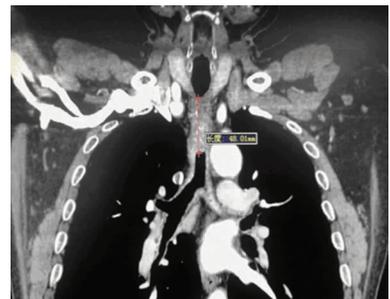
增强 CT 冠状位示气管占位长 48.01 mm
